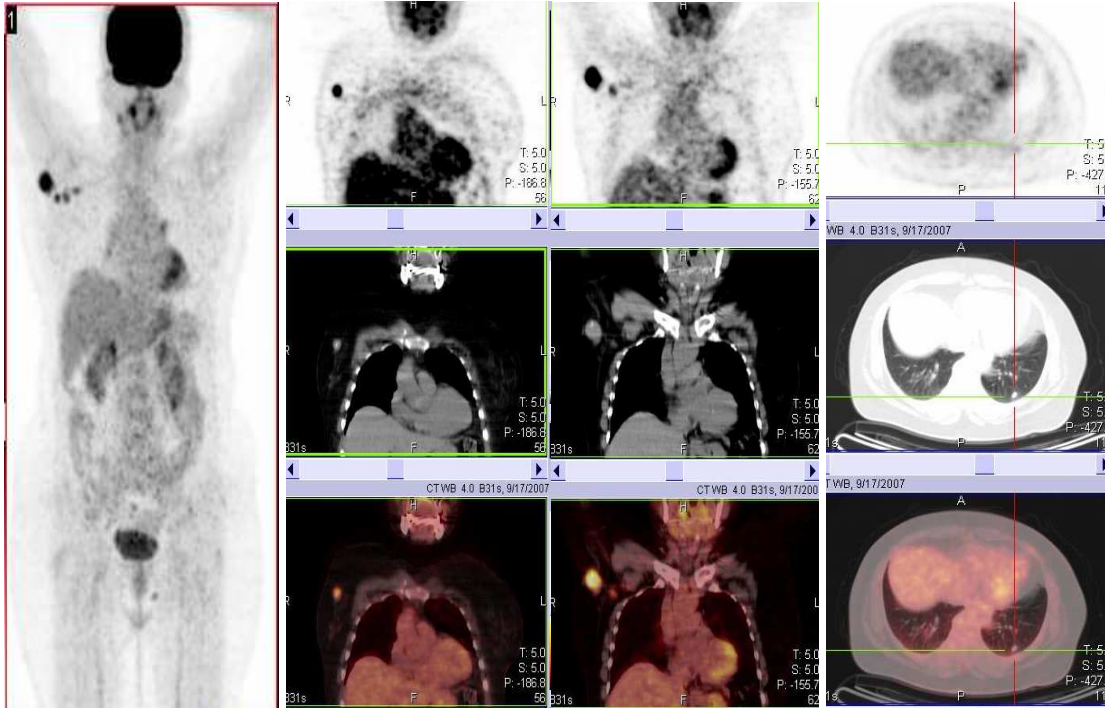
67 yaşında bayan hasta, sağ memede kitle, ağrı ve meme başında ülserasyon nedeniyle hastaneye başvurmuş. Çekilen PET-BT’inde sağ meme üst-dış kadranda primer kitleye ait hipermetabolik görünüm, sağ areolanın hemen altında düzensiz sınırlı bir adet daha hiperaktif odak ve sağ aksillada lobule görünümde hiperaktif alan dikkati çekmekte. Yapılan histopatolojik inceleme sonrası invaziv duktal karsinom tanısı alan hastada, meme başında tümör varlığı ve aksiler metastatik lenf nodları tespit edildi. Solda tüm vucut görüntüsü izlenirken sağda; en üstte PET, ortada BT ve en altta PET-BT füzyon görüntülerine ait vertikal, sagittal ve koronal toraks kesitleri izlenmekte. (olgu no: 1)
